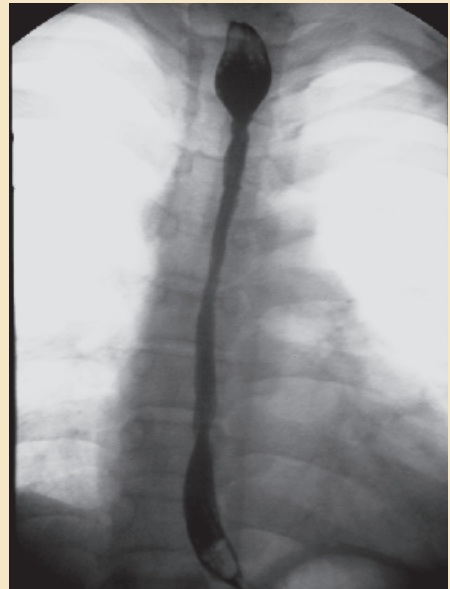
Beispiel einer langstreckigen Oesophagusstenose im Röntgenbild
